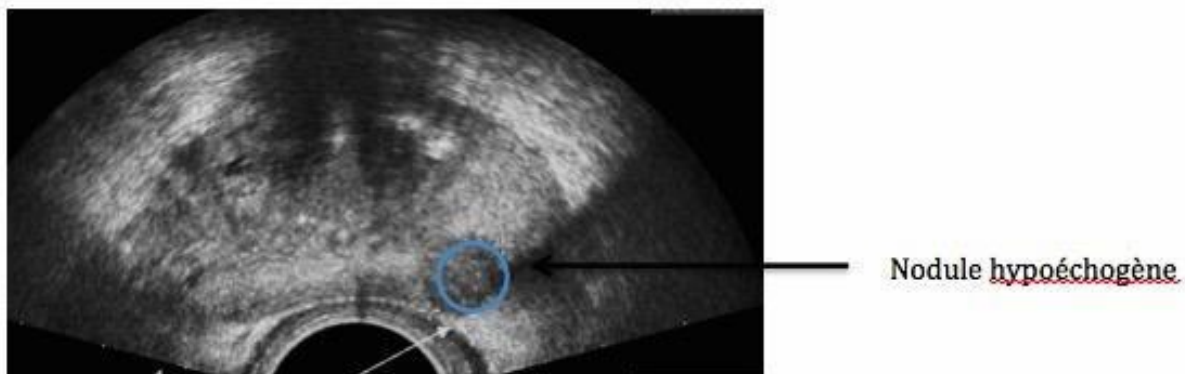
coupe échographique transversale, d'après Descottes sur "Urofrance"
